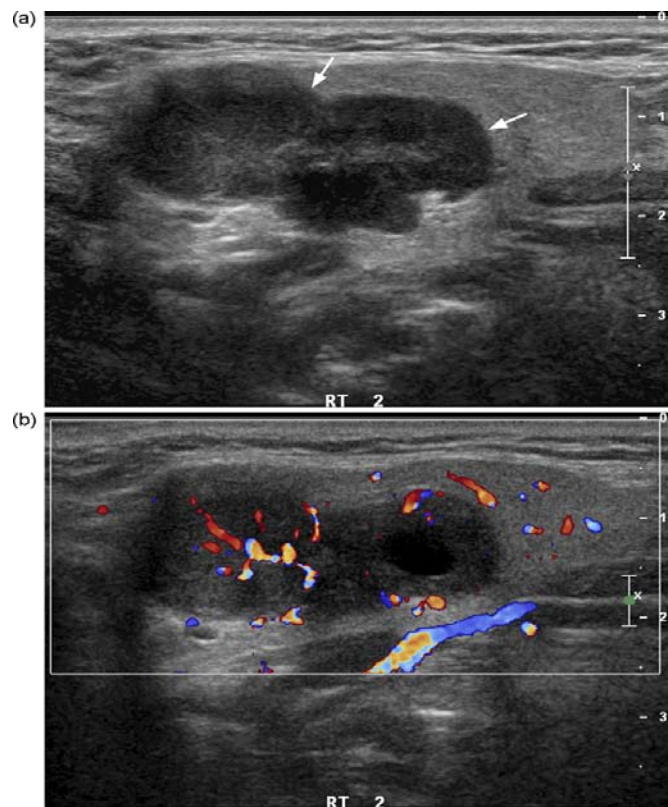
échographie de la glande submandibulaire montrant une masse mal limitée, hypoéchogène hétérogène avec des zones kystiques et une vascularisation diffuse intra-tumorale au doppler [47]
